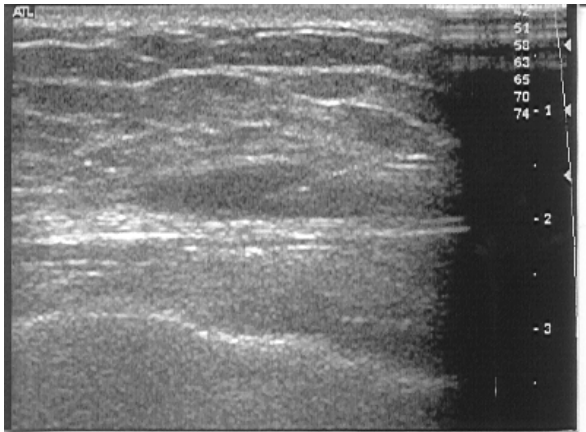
Ultrasonography-guided fine needle aspiration and biopsy were performed on the breast abscess.
